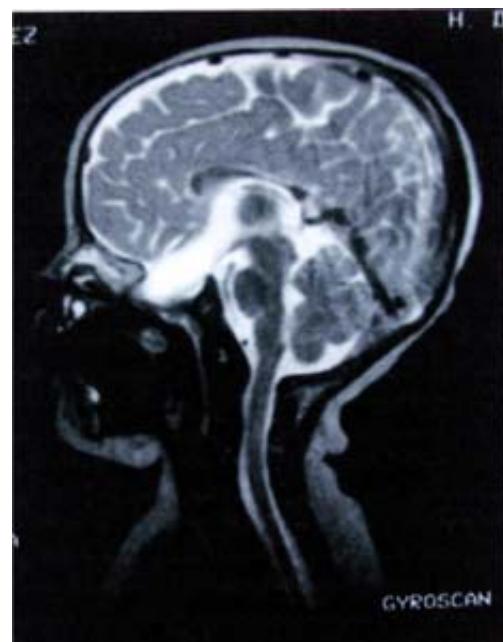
La IRM contrastada que muestra el infundíbulo de la hipófisis marcadamente alargado acompañando a la lesión que se extiende caudalmente a través del paladar.
